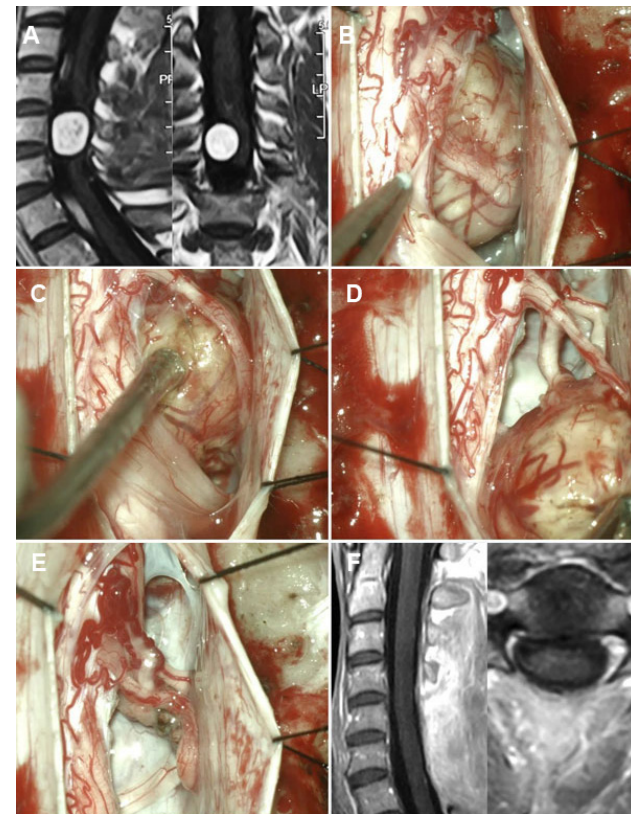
Tumor intradural extramedular C5, schwannoma. A) RM prequirúrgica. B-E) Hallazgos intraoperatorios. F) RM postquirúrgica.
